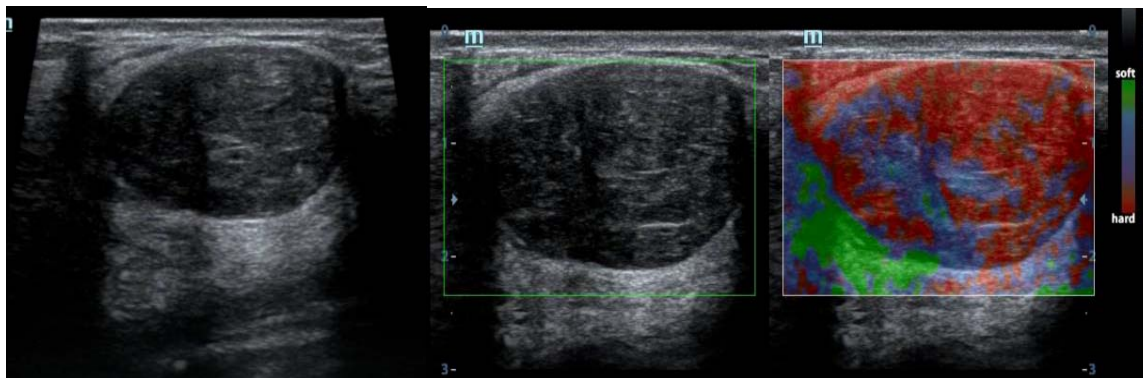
femme de 48 ans, suivi pour CCI du QSE gauche traitement conservateur, lésions du QIE gauche classée ACR 3, avec augmentation de sons taille lors des échographies de contrôle : lésions hypoéchogène du QIE gauche, de contours réguliers, de forme arrondie à grand axe parallèle à la peau, d'échostructure fibrillaire ne s'allumant pas au doppler couleur, évoquant un adénofibrome, classées ACR 3.
